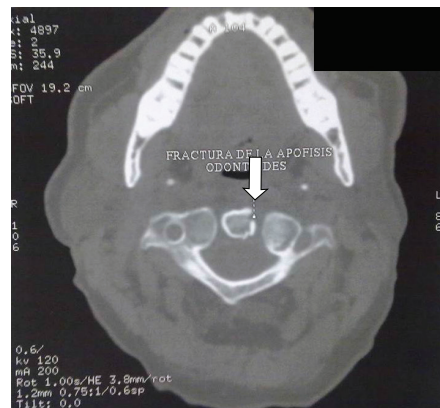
Tomografía computarizada de apófisis odontoides del axis, corte coronal. Ver texto.
